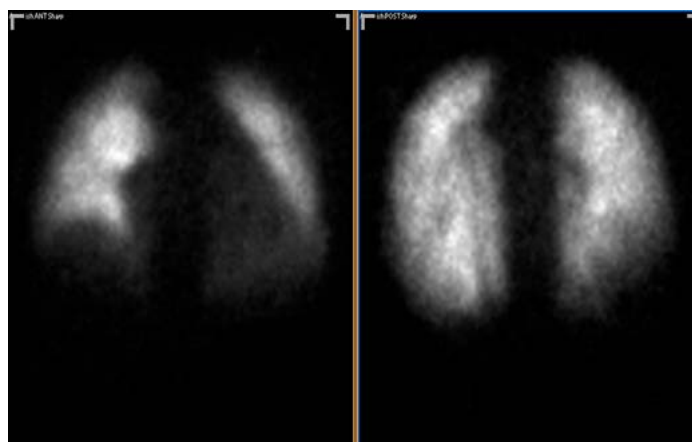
Сцинтиграфическая картина перфузии легких у пациентки с митральным стенозом. Помимо резкого расширения тени сердца и сосудистого пучка отмечается относительное усиление перфузии апикальных отделов легких.
